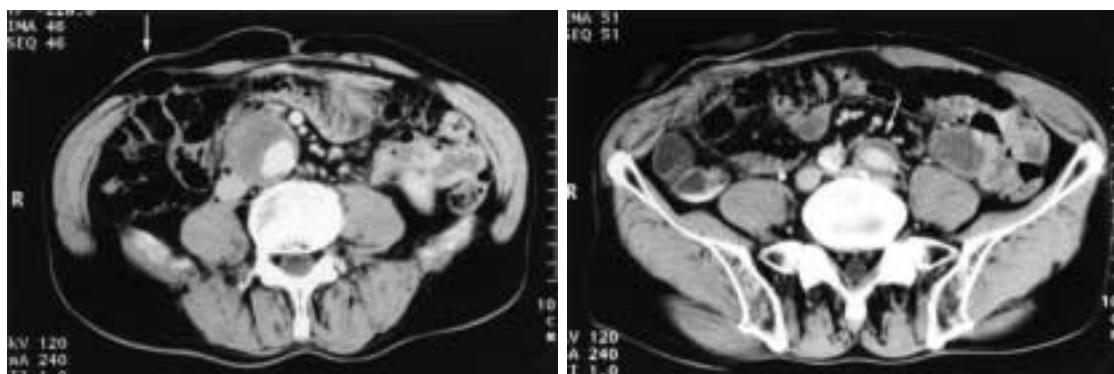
A preoperative CT findings of Case 2
